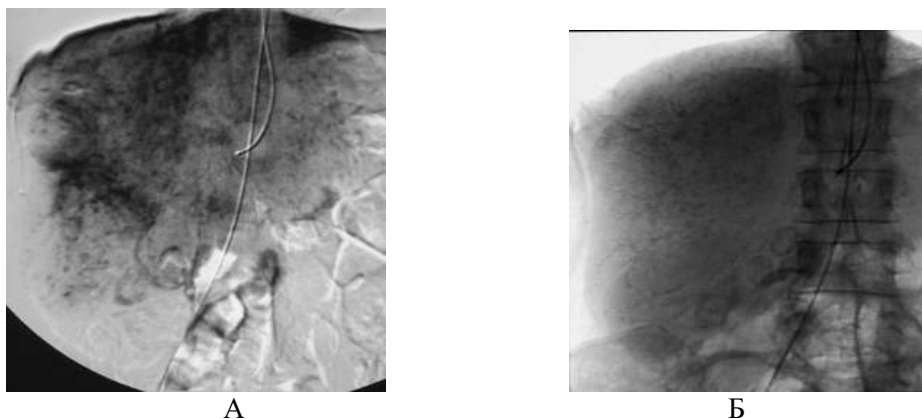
Рентгенограммы больной с метастазами рака молочной железы в печень. А - при селективной ангиографии печени визуализируются гипervasкулярные множественные мелкие патологические образования в обеих долях органа. Б - накопление масляной химиосуспензии в опухоли после химиоэмболизации
